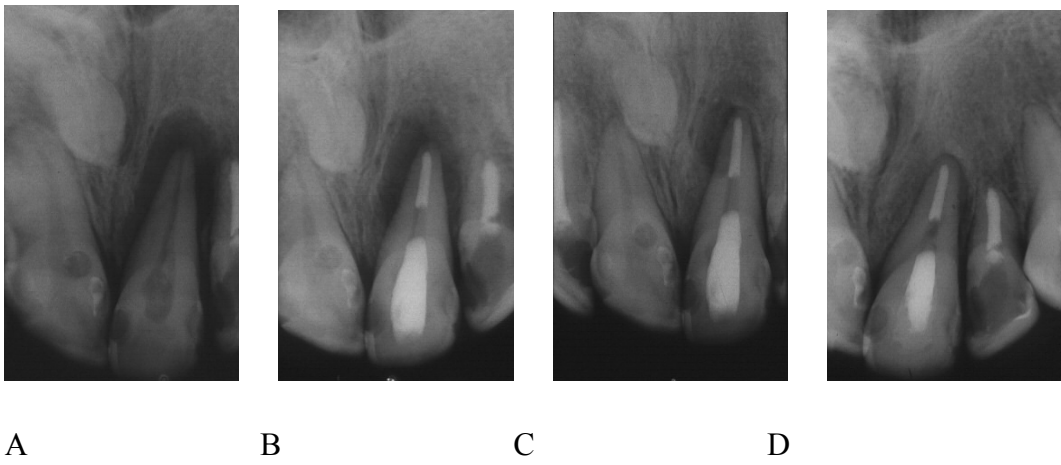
(A) Radiografia inicial (B) Radiografia controle 2 meses (C) Pós-operatório 6 meses (D) Radiografia controle 12 meses.
